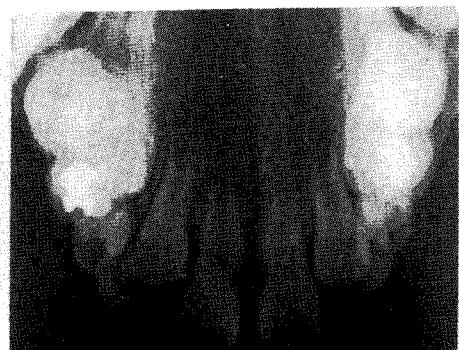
<증례3> 치료후 교합방사선 사진
